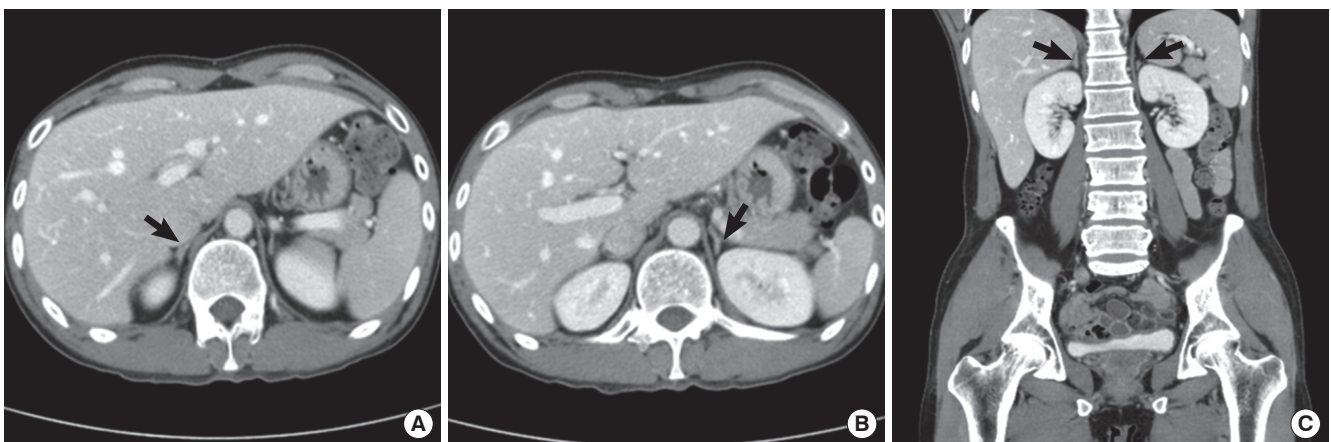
Abdominal CT scan showed normal contour of right (A, C) and left (B, C) adrenal glands (arrows).
